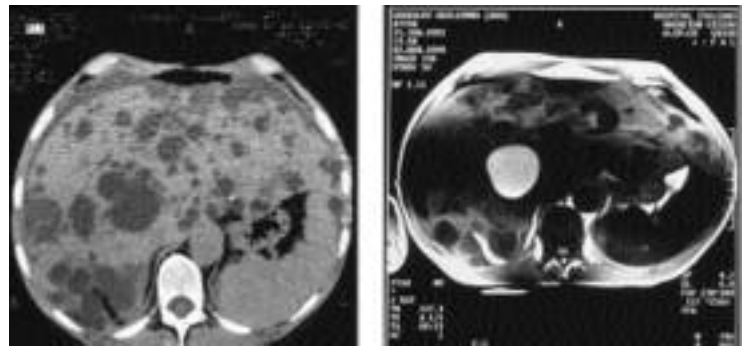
Utilidad de la RMN en el diagnóstico de quistes infectados.
